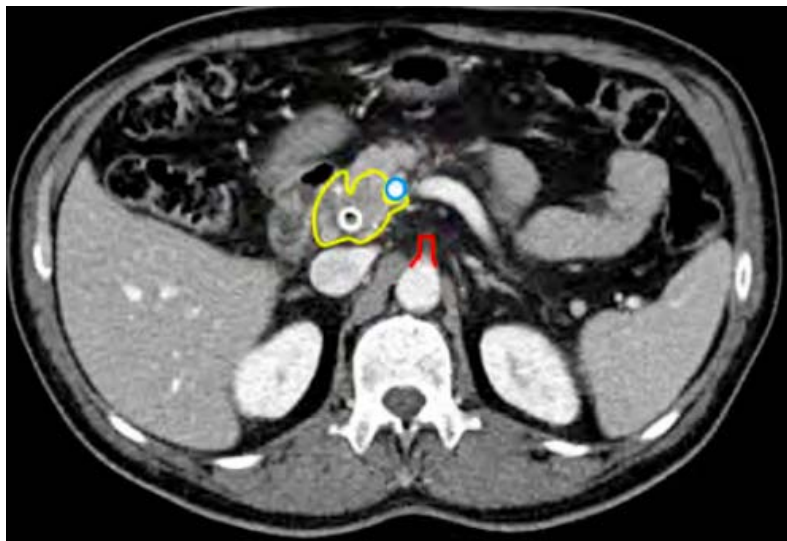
TDM abdominale en coupe axiale : Tumeur de la partie supérieure du pancréas céphalique (contour jaune), contact veineux estimé à 180° en regard de la convergence mésentérico-porte (AMS en rouge, Tronc porte en bleu) (109) : tumeur résecable.
